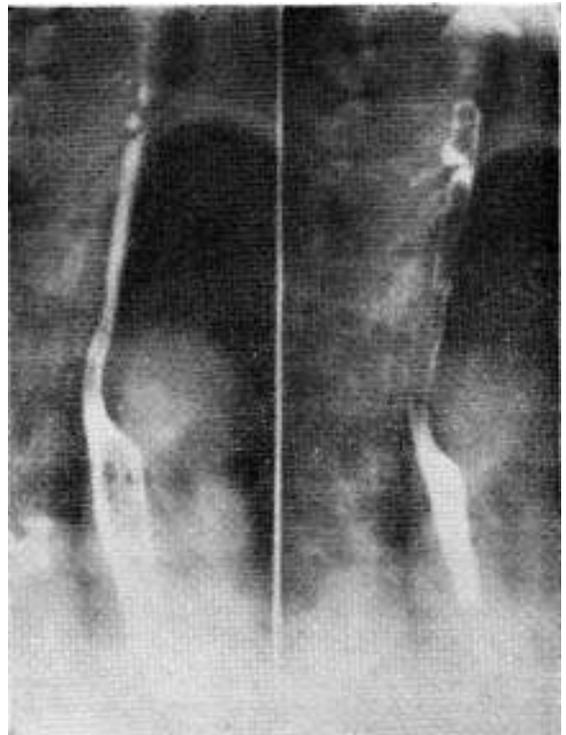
Radiografía contrastada de esófago superior en el pre-operatorio en el caso 1.
